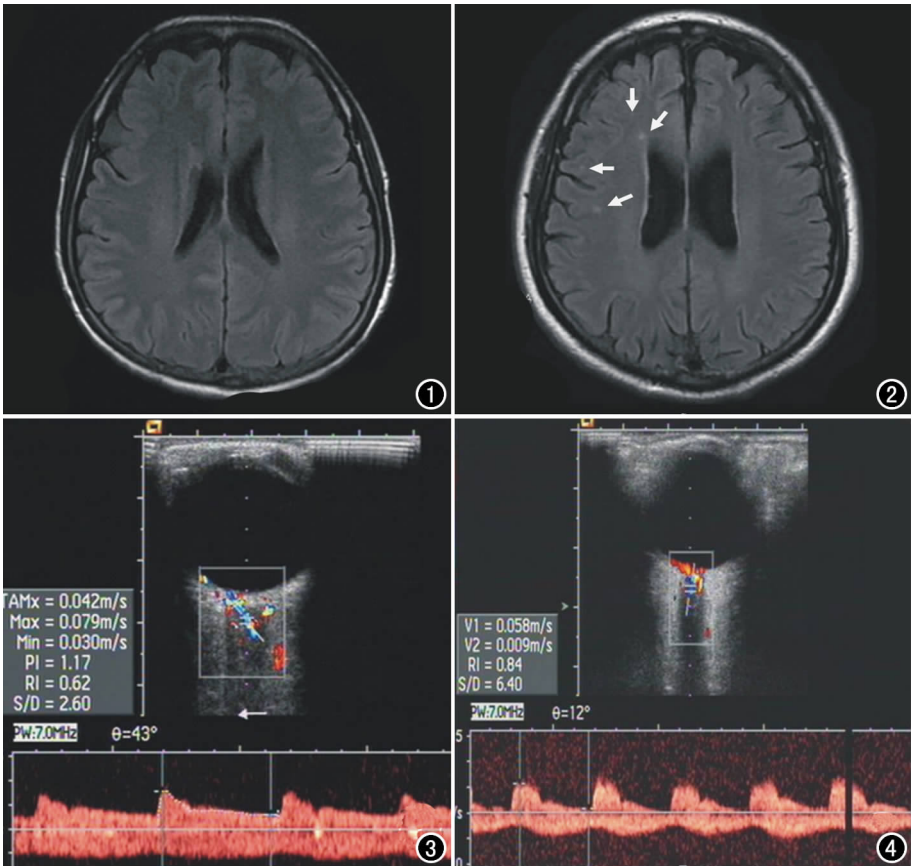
对照组病例,MRI 未见梗死灶。图 2 观察组病例,MRI 示右侧额叶多个梗死灶(箭),表现为小片状长 T₂ FLAIR 信号影。图 3 对照组 CRA 频谱,PSV 7.9 cm/s,EDV 3.0 cm/s,RI 0.62。图 4 观察组 CRA 频谱,PSV 5.8 cm/s,EDV 0.9 cm/s,RI 0.84。
